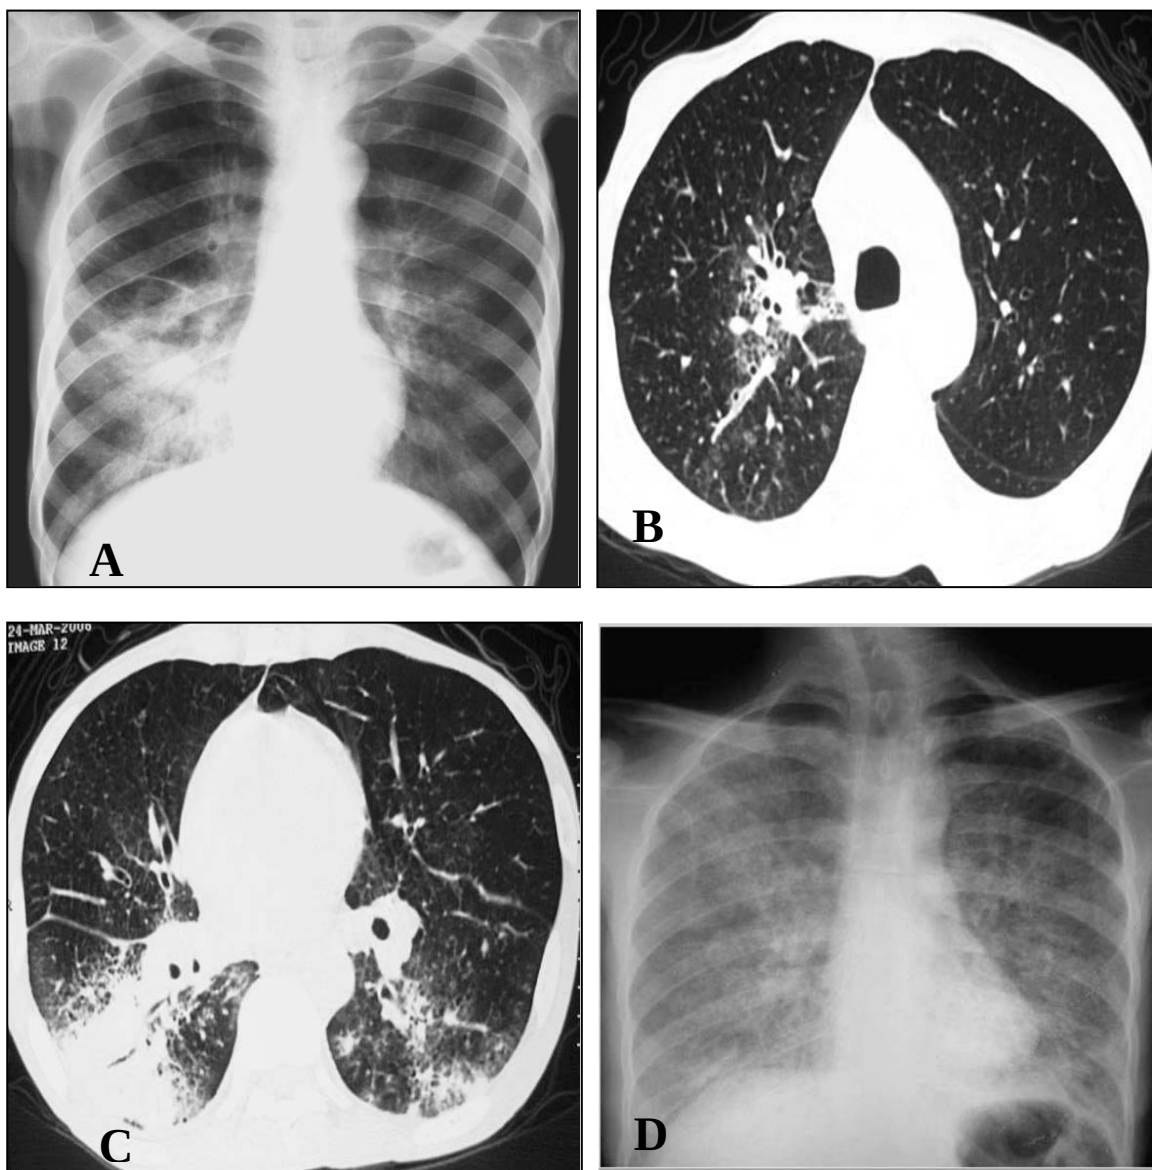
(A) Radiografía de tórax inicial que demuestra la presencia de consolidación basal derecha. (B, C) Cortes de TAC de tórax inicial que demuestran la presencia de consolidación basal derecha, llamativa la presencia de nódulo centrilobulillar y dilatación de paredes bronquiales. (D) Radiografía de tórax en el momento del ingreso a urgencias, se observa la presencia de infiltrados alveolares en los cuatro cuadrantes.
